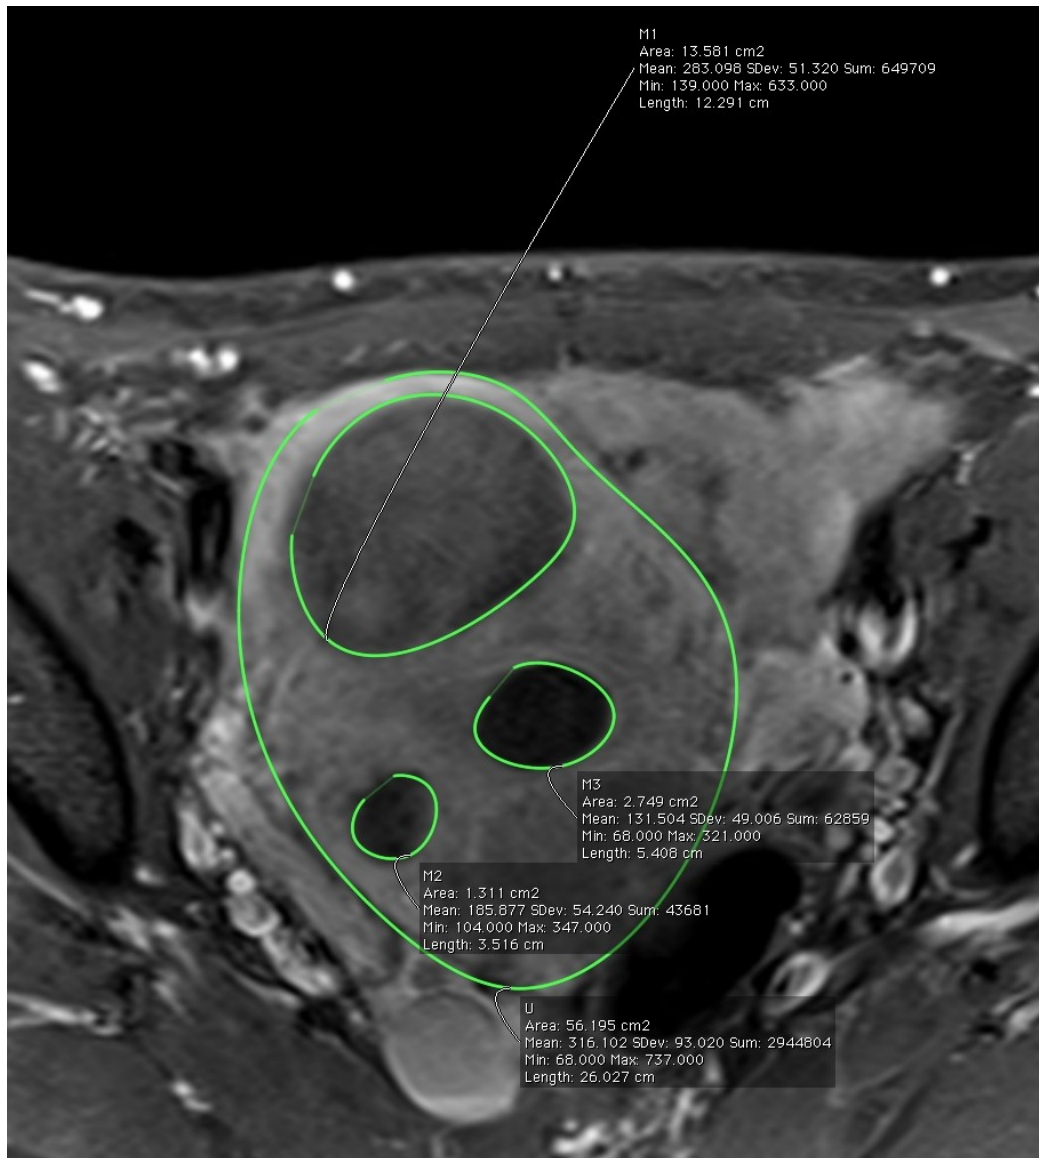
Eingezeichnete Polygone zur Volumetrie des Gesamtuterus (U) und der drei Myome (M1, M2, M3) in postinterventioneller T1-gewichteter MRT-Bildgebung. Es ist zu erkennen, dass die Myome als Folge der stattgehabten Embolisation hypointens zum Uterusgewebe zur Darstellung kommen. (Quelle: Institut für Klinische Radiologie und Nuklearmedizin der Universitätsmedizin Mannheim)
